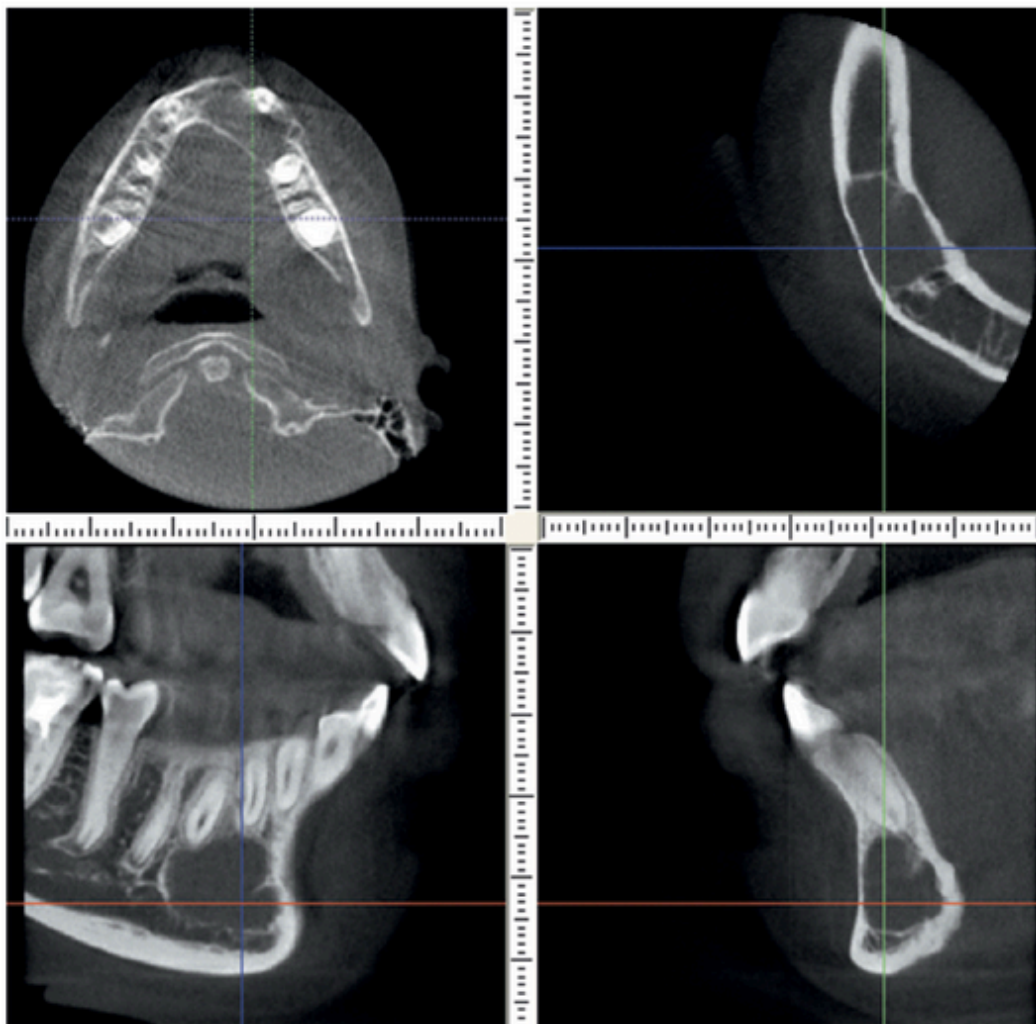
Конусно-лучевая компьютерная томография нижней челюсти справа. Форма нижней челюсти изменена за счет симптома вздутия, компактные (вестибулярная и оральная) пластинки смещены, истончены, но сохранены; очаг деструкции с четкими, волнистыми контурами локализован в области верхушек корней 43–46 зубов; компактные пластинки лунок в зоне патологического очага разрушены. Остеобластокластома
